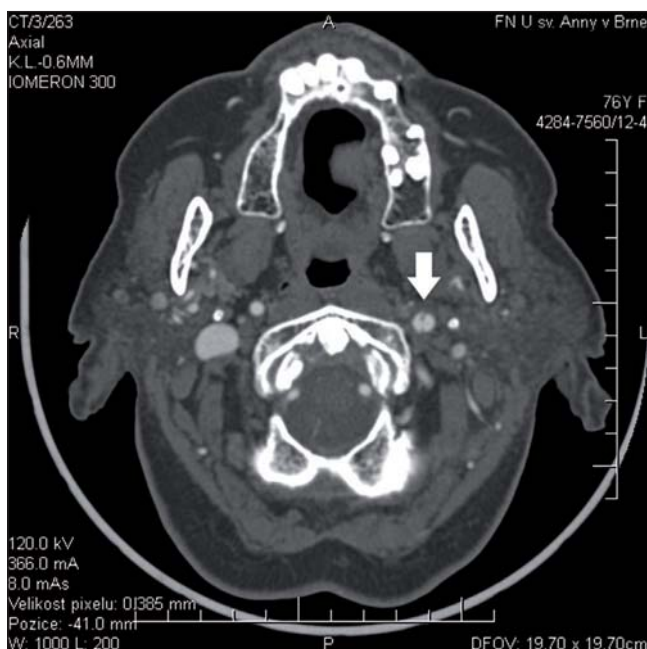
CT angiografie zobrazující těsnou stenózu odstupu levé arteria carotis interna
